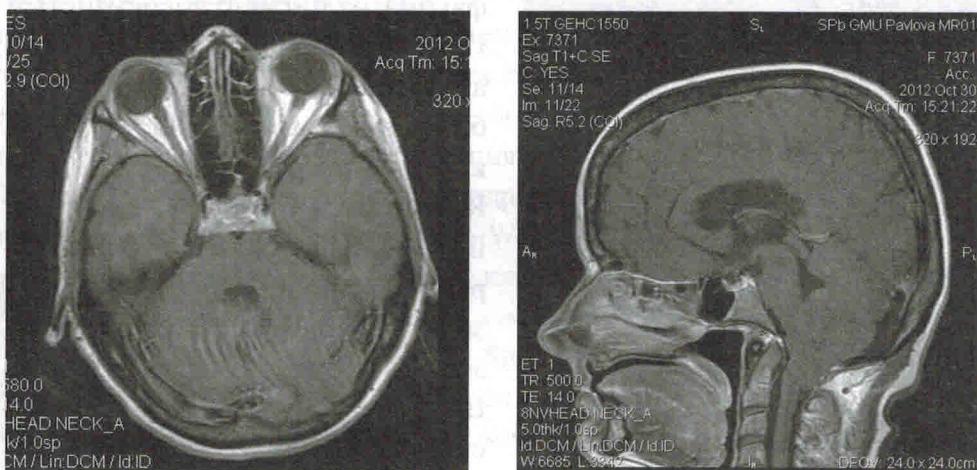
а) Больная Б., 38 лет. МРТ, Т1-режим: а) синдром «тигровой шкуры» — признак синдрома Лермитта — Дюкло, б) дистопия миндалин мозжечка при синдроме Лермитта — Дюкло
